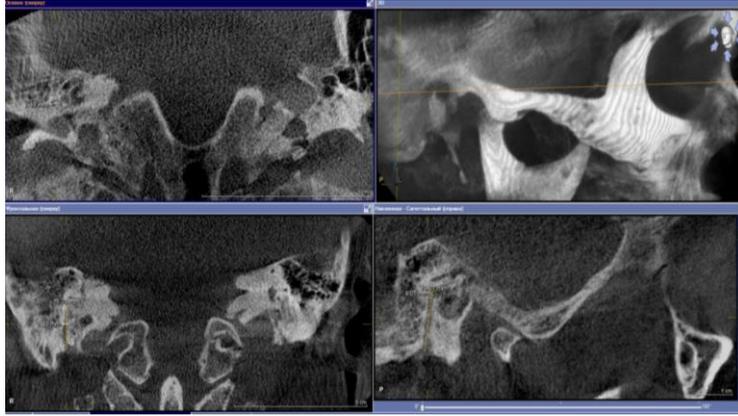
КЛ КТ височных костей у пациента с признаками острого воспаления среднего уха. Количественный анализ сосцевидной и тимпанальной частей фаллопиева канала лицевого нерва.
